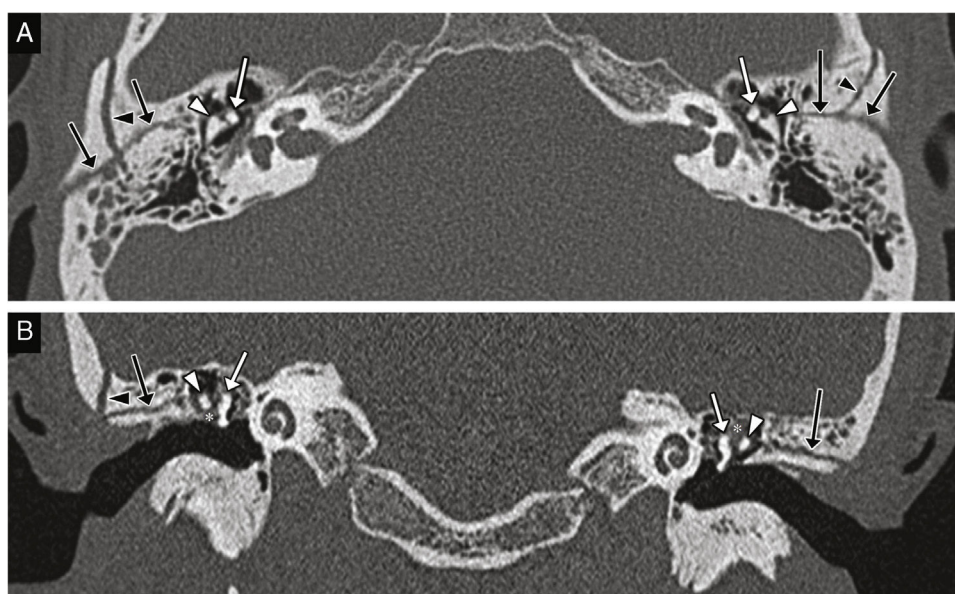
Luxación incudomaleolar y fractura longitudinal bilateral. Imagen transversal de TC (A) y reconstrucción coronal (B) que muestran fractura longitudinal (flechas negras) y luxación incudomaleolar en ambos lados, observándose la falta de contacto entre la cabeza del martillo (flecha blanca) y el cuerpo del yunque (punta de flecha). Se identifica otro trazo de fractura con una dirección transversal (puntas de flecha negra) y ocupación parcial de ambos epitimpanos (asteriscos), probablemente por sangre.
